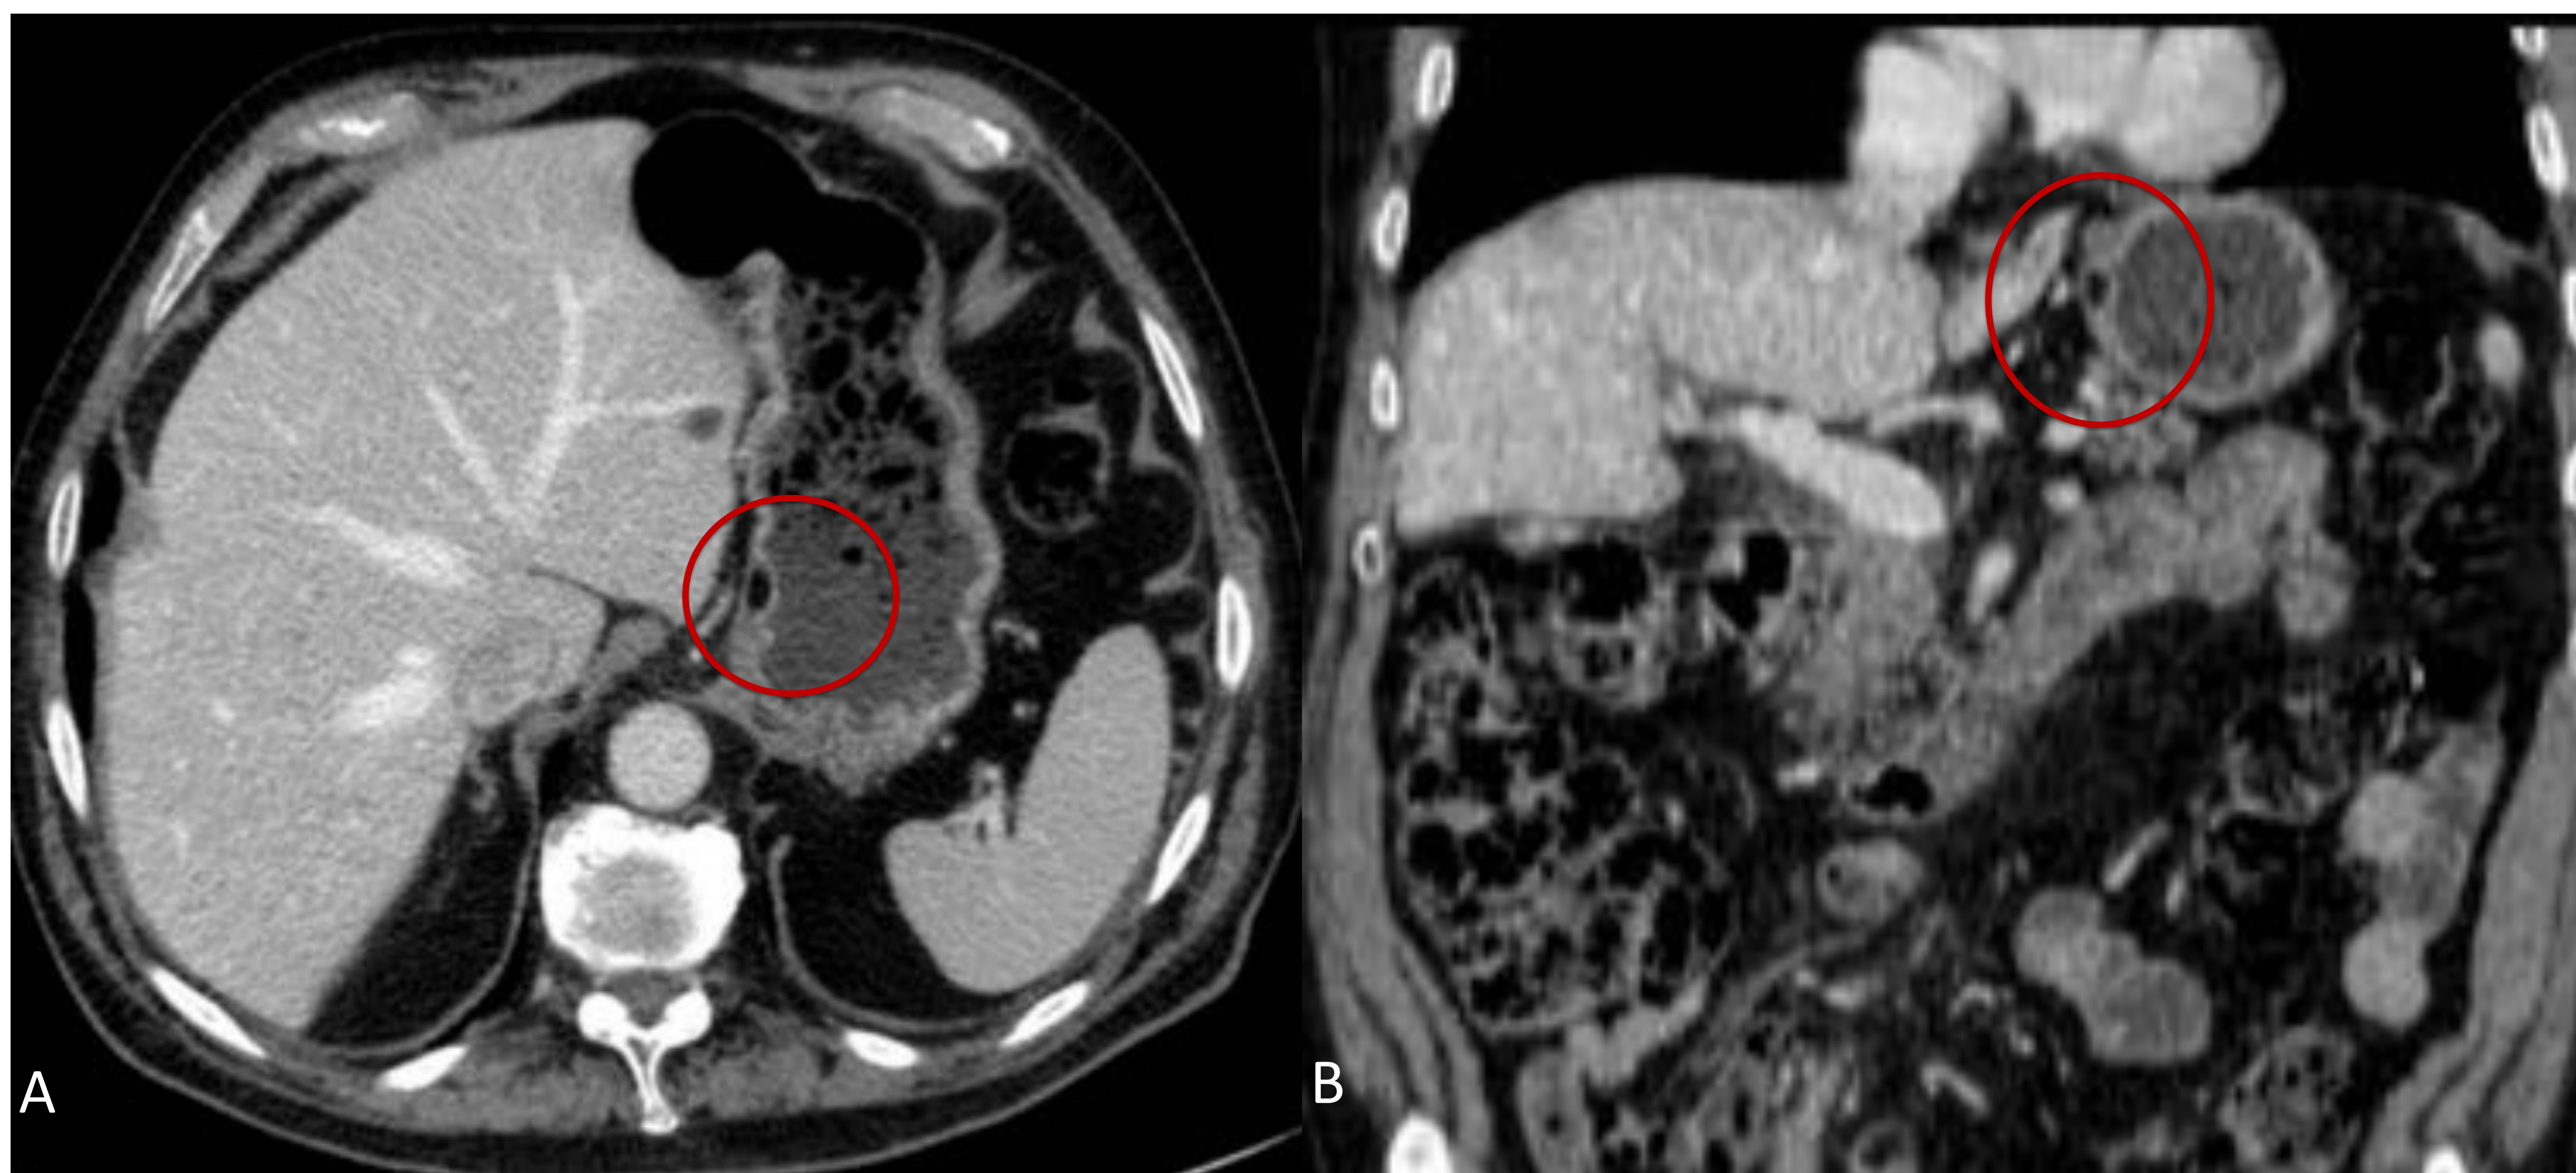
Lipoma en curvatura menor gástrica. A y B. Axial y coronal de TC Abdominopélvico tras CIV. Lesión en el espesor de la pared gástrica (círculo rojo) con densidad grasa y que no realza tras el contraste.
